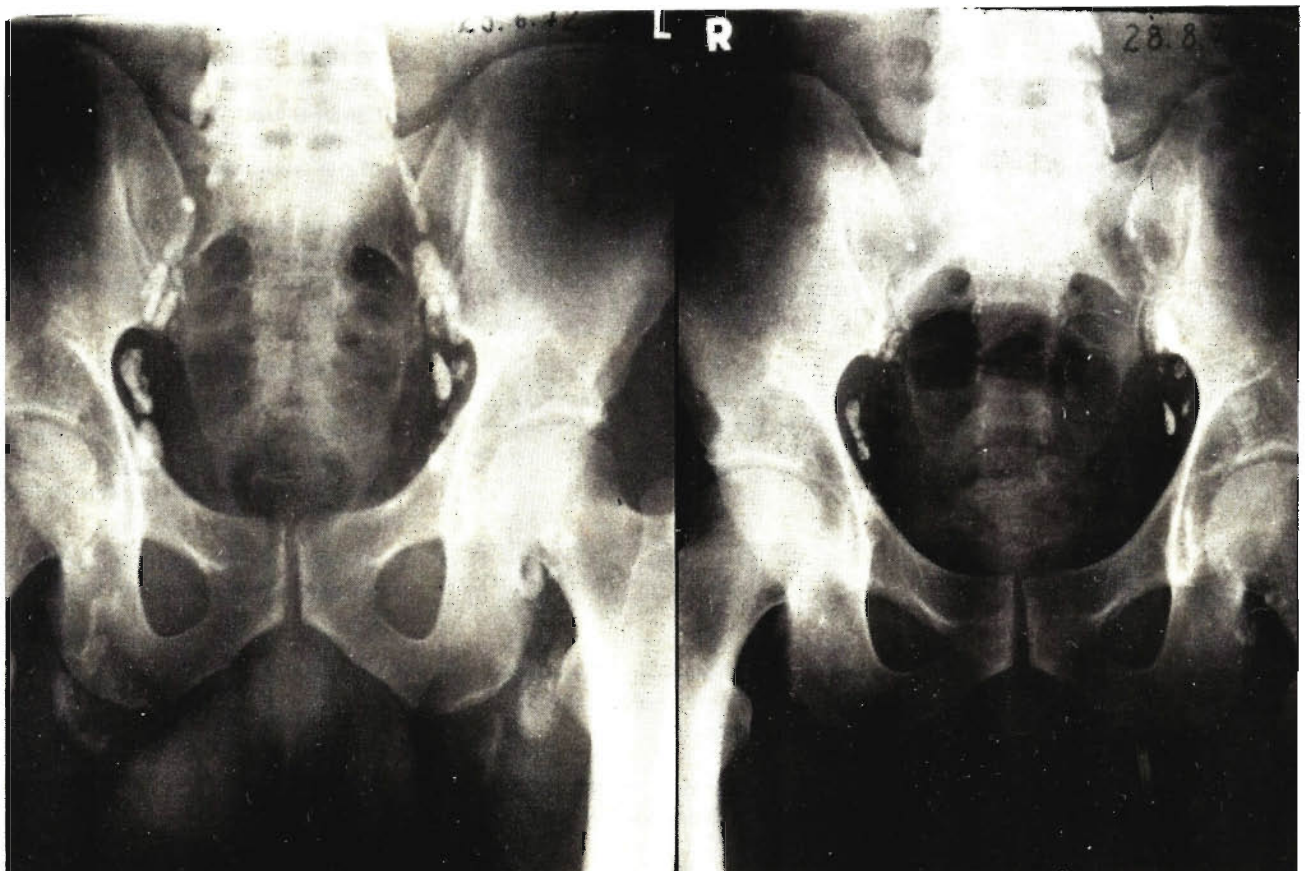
Röntgenbild der iliakalen Lymphknoten bei einem Patienten mit teratoidem Hodenkarzinom links mit unauffälliger Lymphknotenabbildung (linke Bildhälfte). Nach zwei Monaten erhebliche Verkleinerung aller angefärbten Lymphknoten (rechte Bildhälfte)
